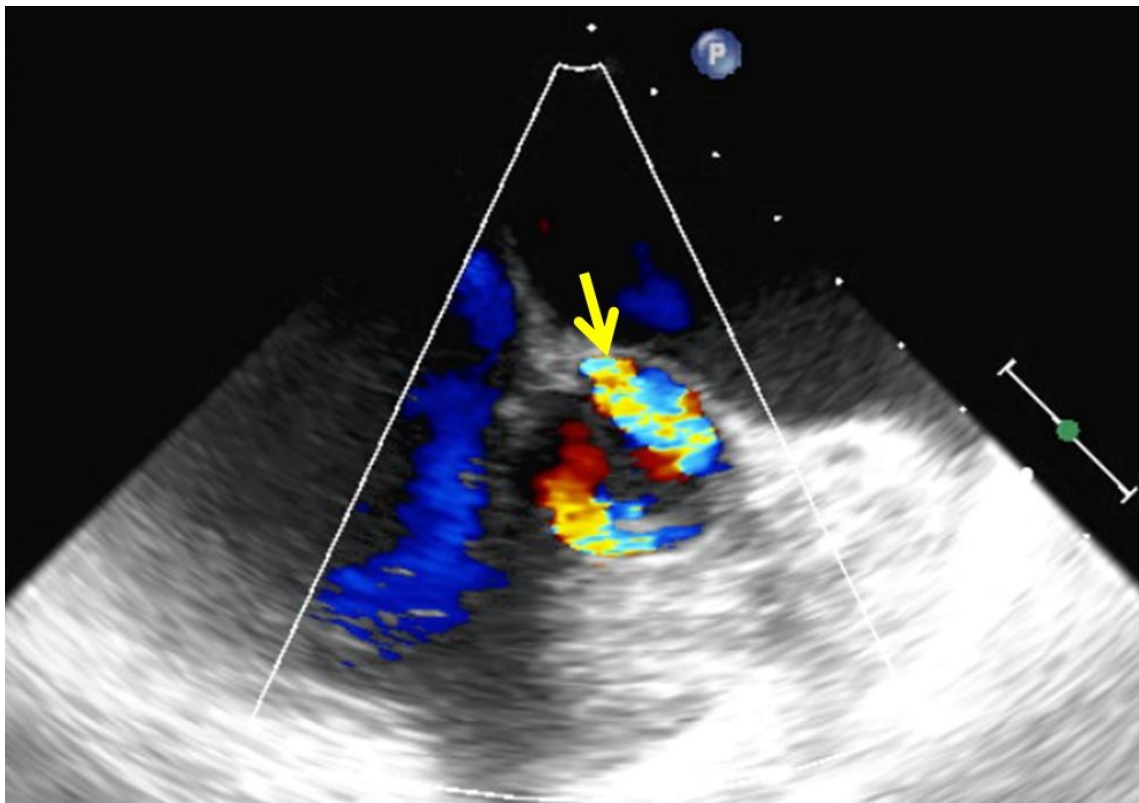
“Leak” perivalvular aórtico (flecha), visualizado mediante ecocardiografía transesofágica.
